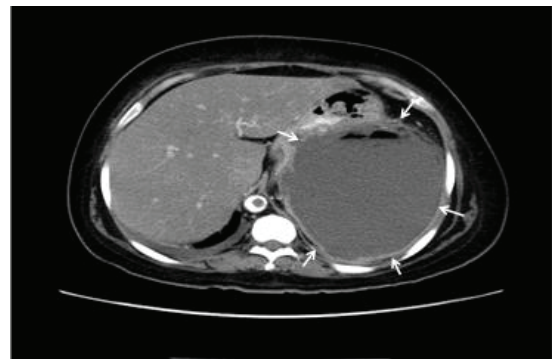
Figura n.º 2. Tomografía axial computarizada del abdomen en la que se evidencia el gran absceso esplénico
